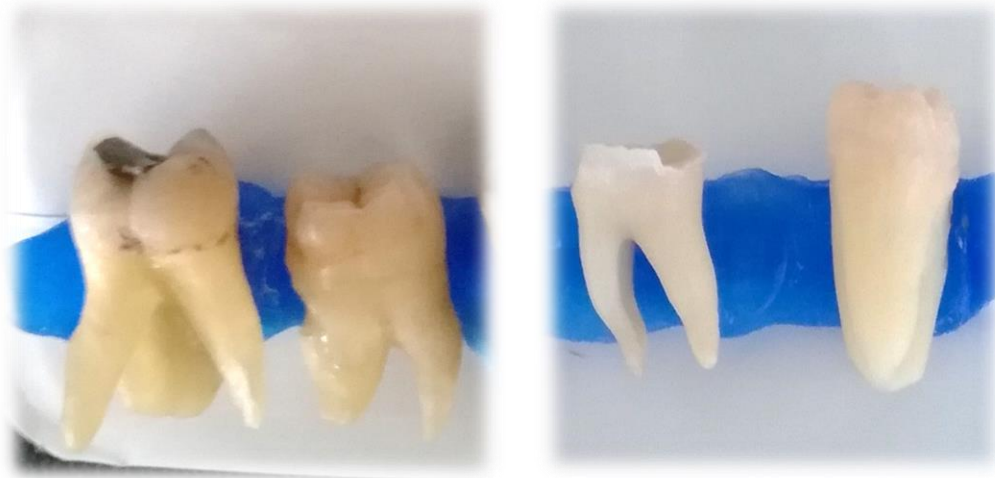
Vorbereitung der gesäuberten Zähne zum Röntgen - Befestigung mit Wachs auf der Speicherscheibe
